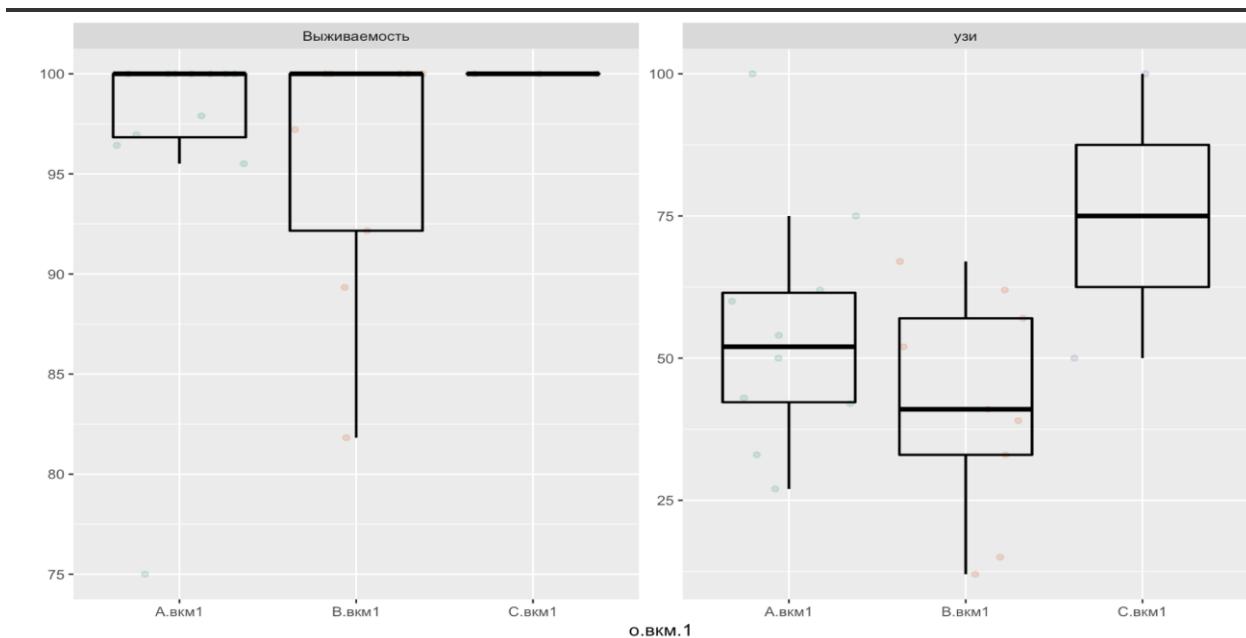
Уровни выживаемости и ЧНБ (УЗИ+) в зависимости от степени развития ВКМ
